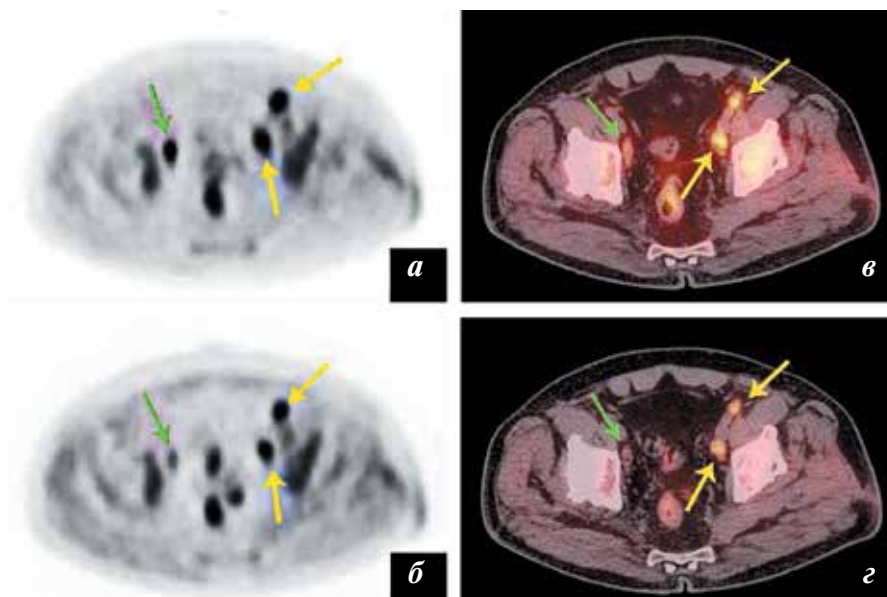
Биохимический рецидив после РПЭ. ПЭТ (а, б) и ПЭТ/КТ (в, г) изображения в аксиальной проекции. Определяются очаги повышенного накопления РФП в наружных подвздошных ЛУ с обеих сторон: а, в — 1-й этап, в ЛУ справа максSUV1 — 4,27, в ЛУ слева максSUV1 — 3,46; б, г — 2-й этап, в ЛУ справа максSUV2 — 2,57, в ЛУ слева максSUV2 — 5,42. Снижение максSUV на 2-м этапе в ЛУ справа (зеленая стрелка) свидетельствует о гиперпластической природе изменений. Увеличение максSUV в ЛУ слева (желтые стрелки) соответствует метастатическому поражению
